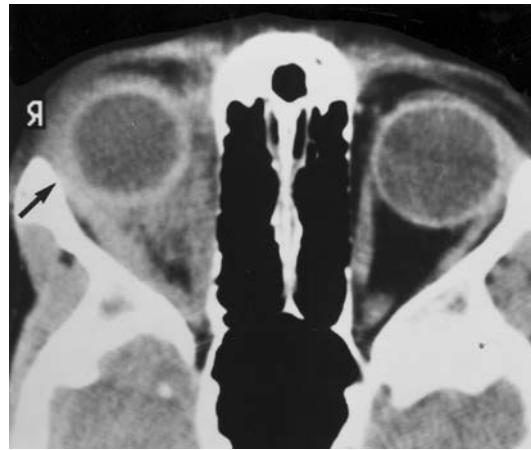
◀ Axiales CT eines 10-jährigen Mädchens mit schmerzhaftem, progredientem Exophthalmus des rechten Auges. Diagnose: Diffuse idiopathische Entzündung der Orbita. Diffuse Verdickung der gesamten Sklerazirkumferenz, des retrobulbären Fettgewebes, diffuse Schwellung des M. rectus lateralis einschließlich des Sehnenansatzes (Pfeil). (Aus [20], mit freundlicher Genehmigung)
